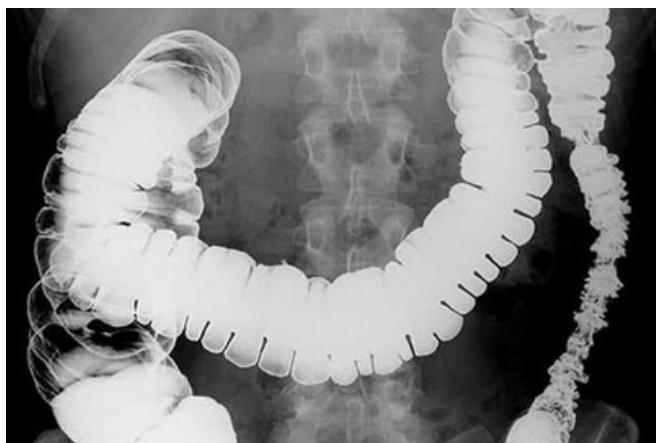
Контрастная рентгенография толстого кишечника
